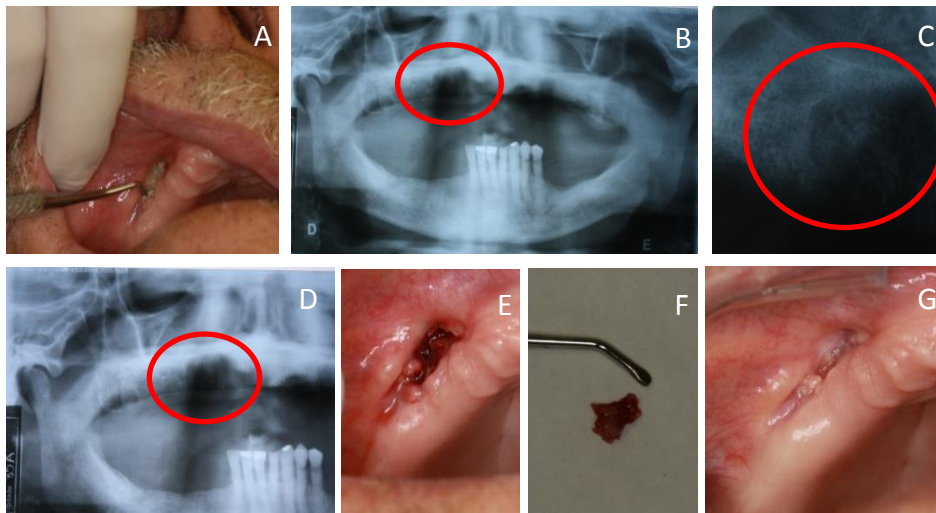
Relato de caso clínico de ONMRM A) Aspectos intraorais com área de exposição óssea no sulco vestibular da maxila direita medindo aproximadamente 1,5 cm; B) Radiografia panorâmica mostrando presença de área radiolúcida, extensa, de limites imprecisos, em região de maxila edêntula, lado direito; C) Radiografia periapical mostrando presença da área radiolúcida, extensa, de limites imprecisos, em região de maxila edêntula, lado direito; D) Visão aproximada da radiografia panorâmica mostrada em B; E) Aspectos intraorais da área de exposição óssea no sulco vestibular da maxila, lado direito, após curetagem; F) Sequestro ósseo da lesão após curetagem; G) Área da lesão recoberta por uma fina camada de epitélio após algumas sessões de TLBP e TFD.
